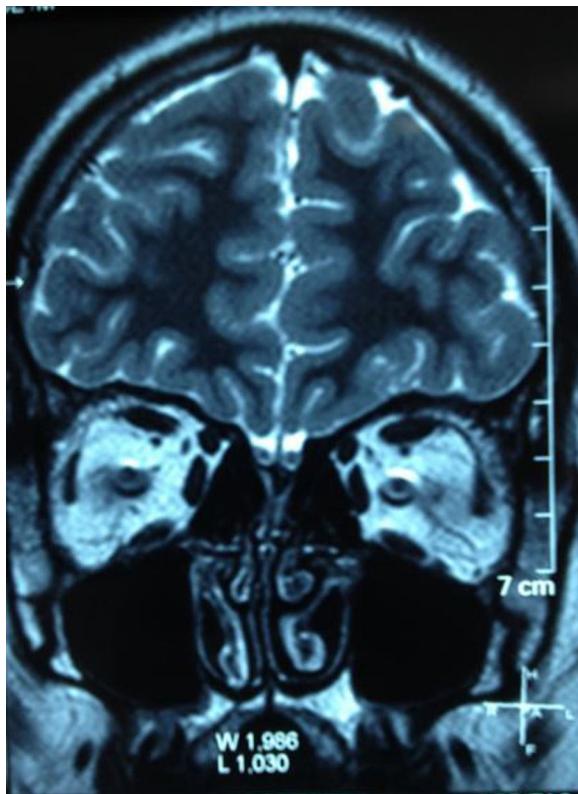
RMN corte coronal normal.
